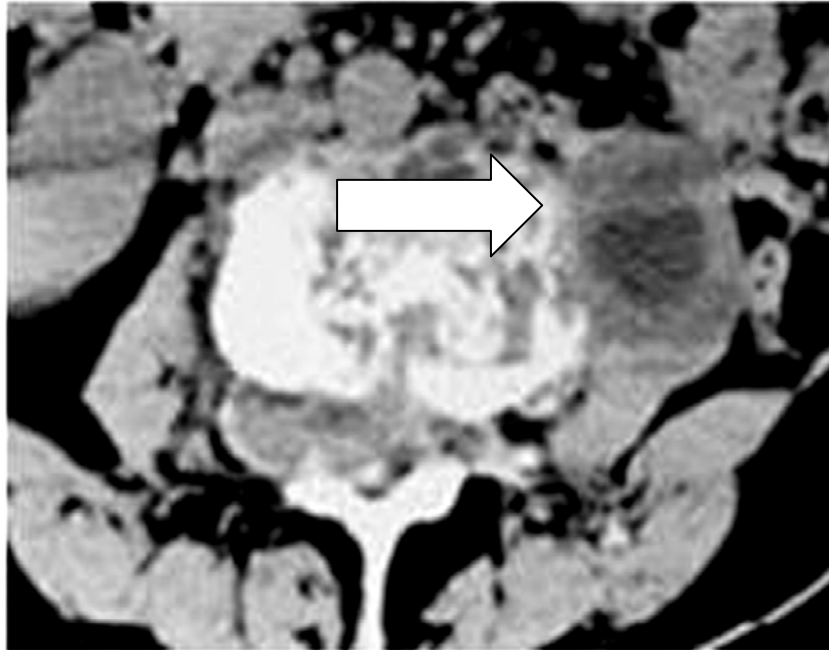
TDM du rachis en coupe axiale : Destruction du corps vertébral de L3 avec extension endocanalaire et aux parties molles adjacentes avec mise en évidence de vésicules.
